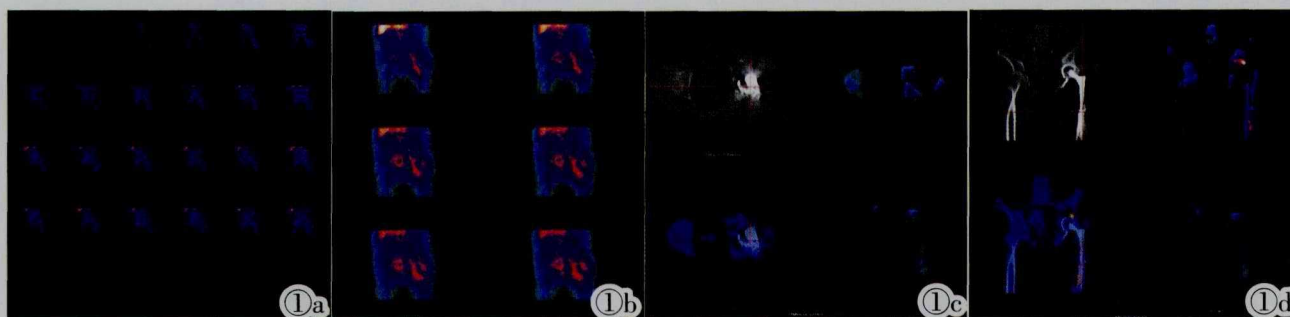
女, 60 岁, 左髋人工关节置换术后 3 年假体周围感染。图 1a: 患者骨血流显像图, 随着时间的延长, 骨血流显像左髋部位放射性逐渐增浓, 正常右侧髋部未见放射性积聚。图 1b: 该患者骨血池显像图, 可见左髋关节假体部位放射性缺损, 但假体周围被浓聚的放射性包围, 右髋关节未见异常。图 1c, 1d: 该患者延迟的 SPECT/CT 骨显像图的横断面、冠状面和融合图, 横断面图中可见假体中间放射性缺损, 但周围骨组织放射性浓聚, 融合图中可见放射性已分布在骨周围和软组织内。
